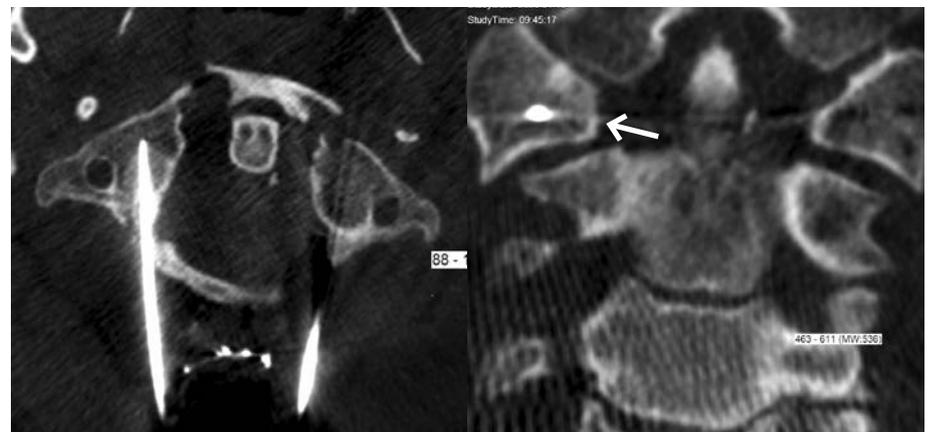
Intraoperative Zeego-CT-Bilder (Fa. Siemens) zeigen eine korrekte Lage der Führungsdrähte. Die rechte Massa lateralis ist aber noch immer subluxiert
